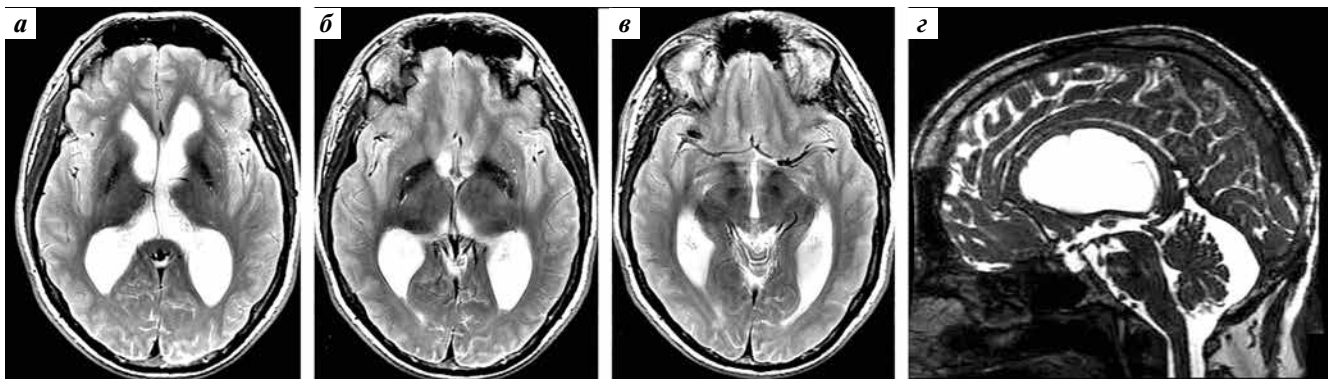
Гидроцефалия при билатеральной обструкции отверстий Монро (AH1). Расширены оба боковых желудочка (а). На томограмме на уровне отверстий Монро не обнаружены новообразования (коллоидные кисты, опухоли) (б). Размеры III желудочка нормальные (в). Сагиттальная томограмма демонстрирует уплощение крыши III желудочка, IV желудочек нормальных размеров, субарахноидальные пространства задней черепной ямки проходимы, не сдавлены, водопровод мозга проходим и не расширен (г)
